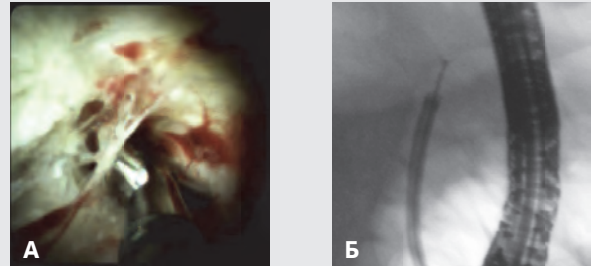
(А-эндоскопическая картина забора биоптатов из билиарной стриктуры, Б – рентгенологическая картина выполнения биопсии при пероральной холангиоскопии)
